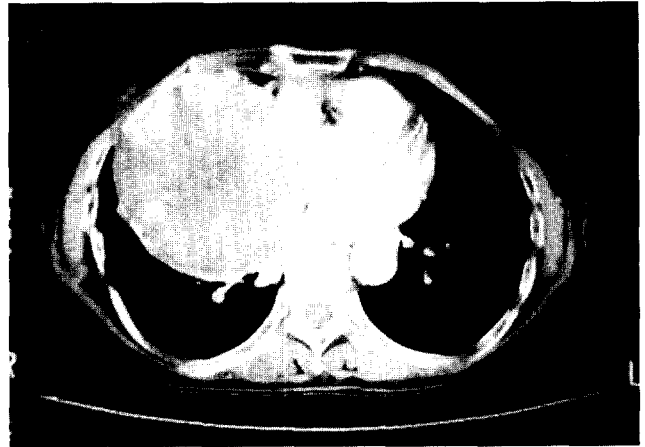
Preoperative CT scan shows a huge, well defined, heterogeneously enhanced mass lesion with internal low-attenuating area and peripheral rim calcification originating from the right sided middle mediastinum.
